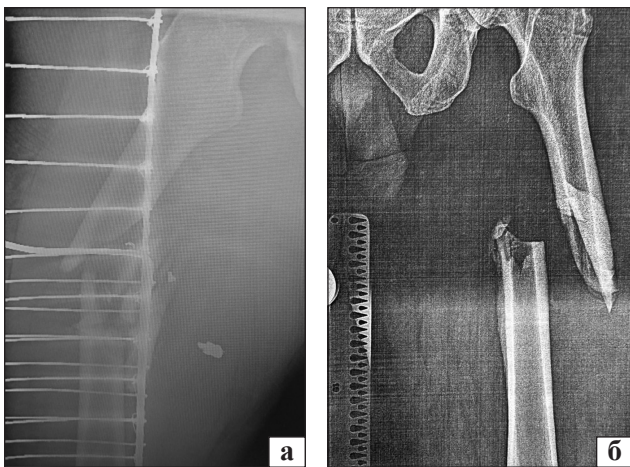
Рентгенограми, які демонструють різницю в зміщенні відламків стегна у хворих з: а) вогнепальним переломом; б) переломом, отриманим у разі зіткнення автомобіля
